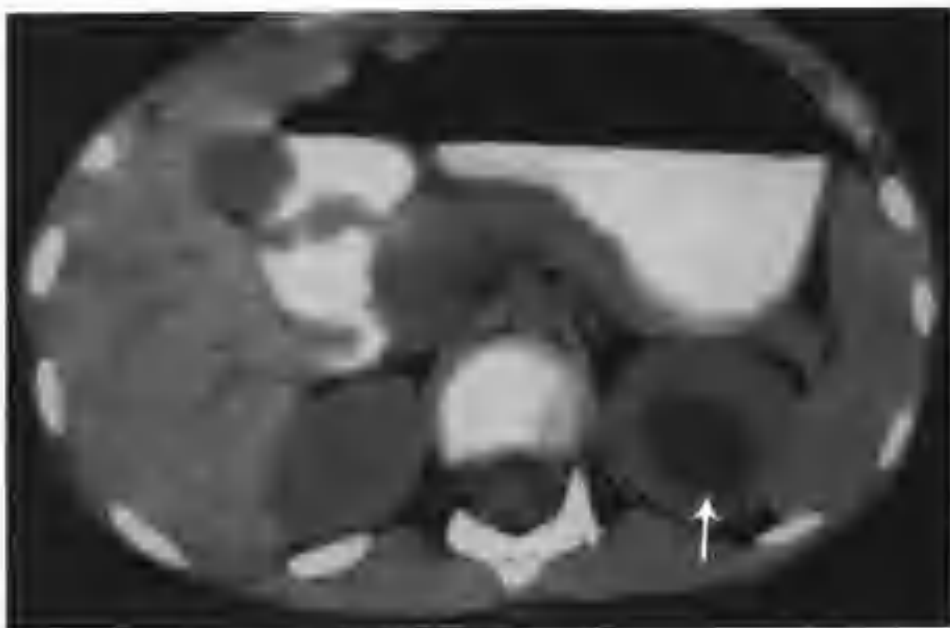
左侧重复肾畸形 (CT 平扫示左肾中上极有一个 $1.5\text{cm} \times 2.5\text{cm} \times 5.0\text{cm}$ 的类梭形低密度影，边界清楚光滑，为扩张积液的上肾单位 (箭头))
